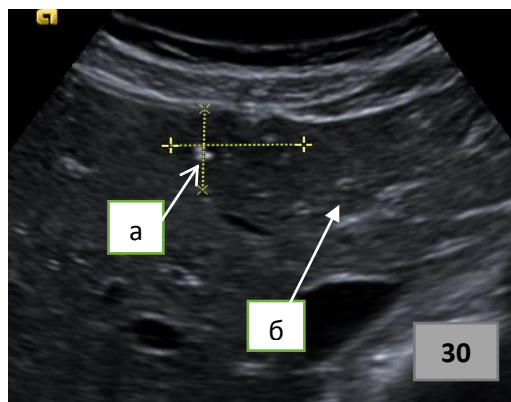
Ультразвуковая томограмма метастаза в печени пациентки Ш.: а) очаговое образование; б) паренхима печени.
